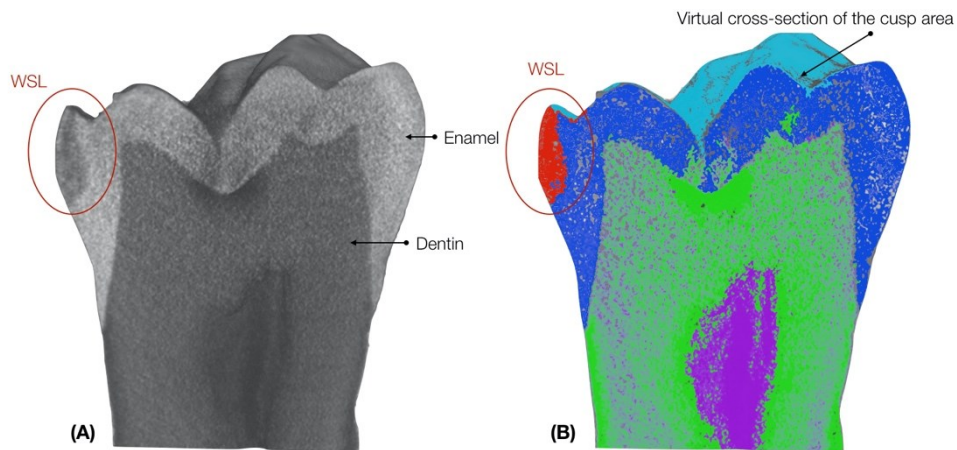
(A) Immagine della sezione trasversale sagittale dell'immagine μ -CT ricostruita del campione. WLS è apparso come una regione di forma triangolare leggermente più scura sul lato sinistro dell'immagine. (B) Sono stati utilizzati falsi colori per evidenziare meglio le differenze di densità minerale. (C) Valore grigio vs Equazione di calibrazione della densità minerale dai tre dischi di idrossiapatite.
